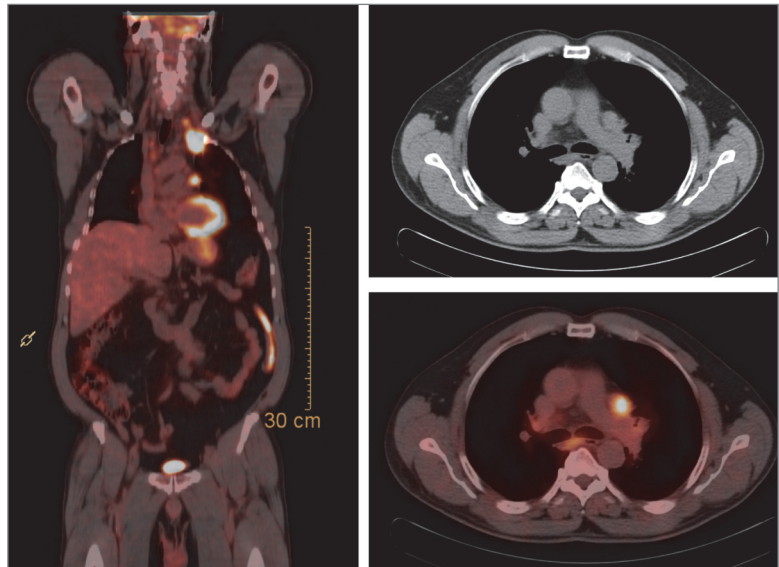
NSCLC links apikal mit mediastinaler Lymphknotenmetastasierung. Links fusionierte FDG-PET/CT in koronaler Schicht. Rechts oben CT im Weichteilfenster in axialer Schicht, rechts unten fusionierte FDG-PET/CT in axialer Schicht.
